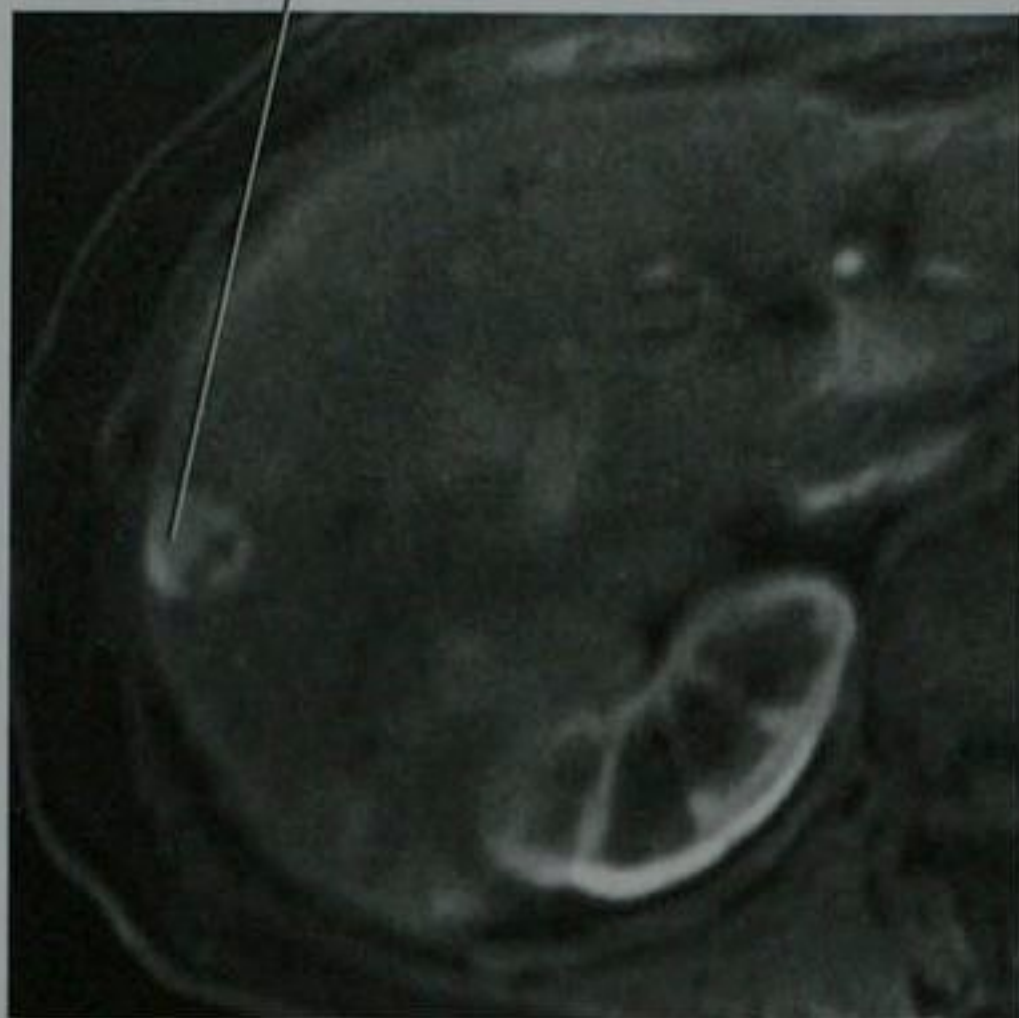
神经内分泌肿瘤肝转移患者的轴位钆剂增强 MRI 图像
